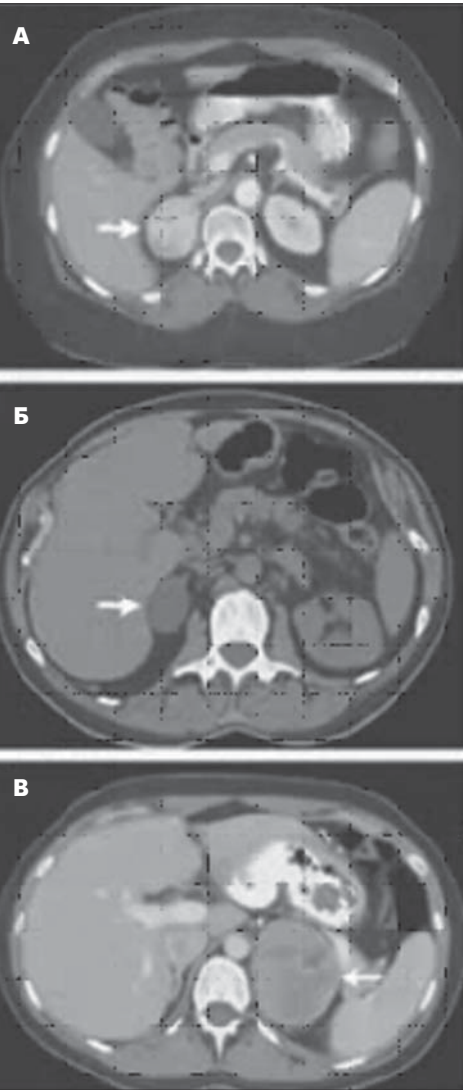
КТ надниркових залоз:
